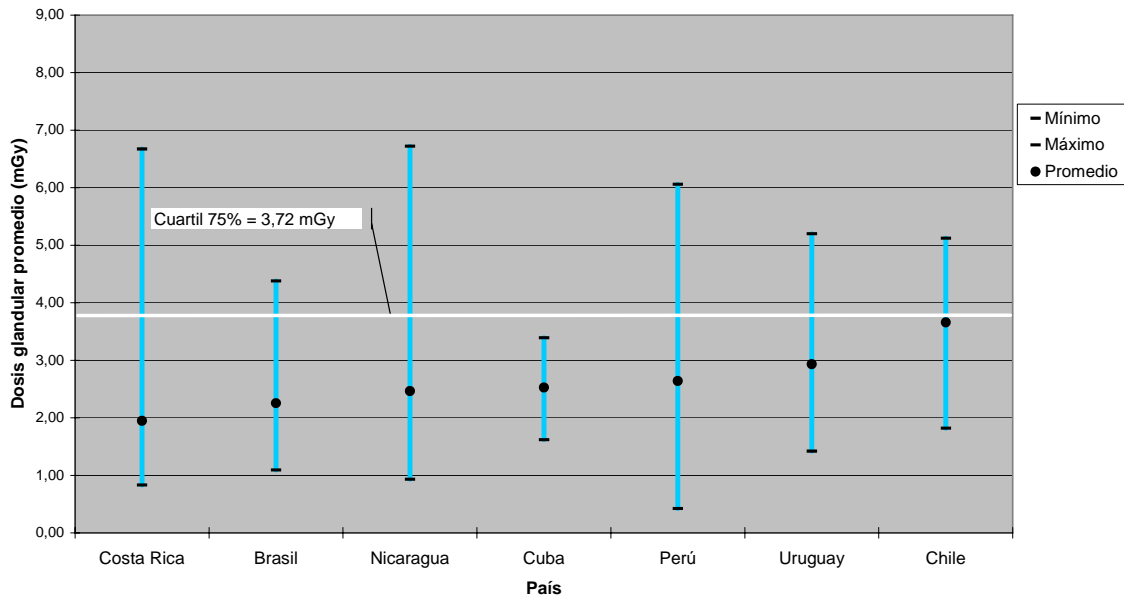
DOSIS GLANDULAR PROMEDIO, mGy PARA RADIOGRAFÍAS DE MAMA MLO POR PAÍSES
